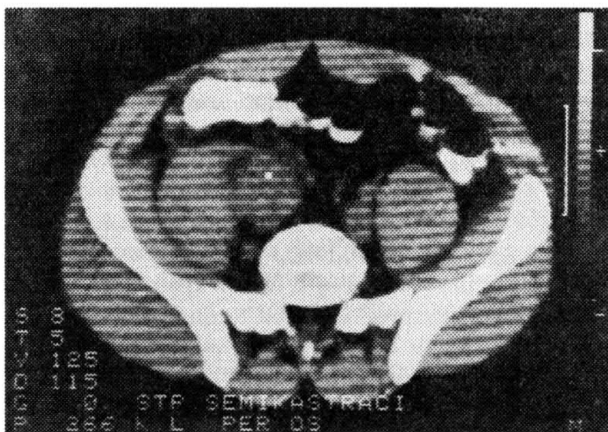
Nemocný R. J., 20 let: CT retroperitonea (řez v úrovni L3): paravertebrálně vlevo je expanze 52×35 mm se známkami centrální nekrózy. Aorta je odtlačena ventrálně
